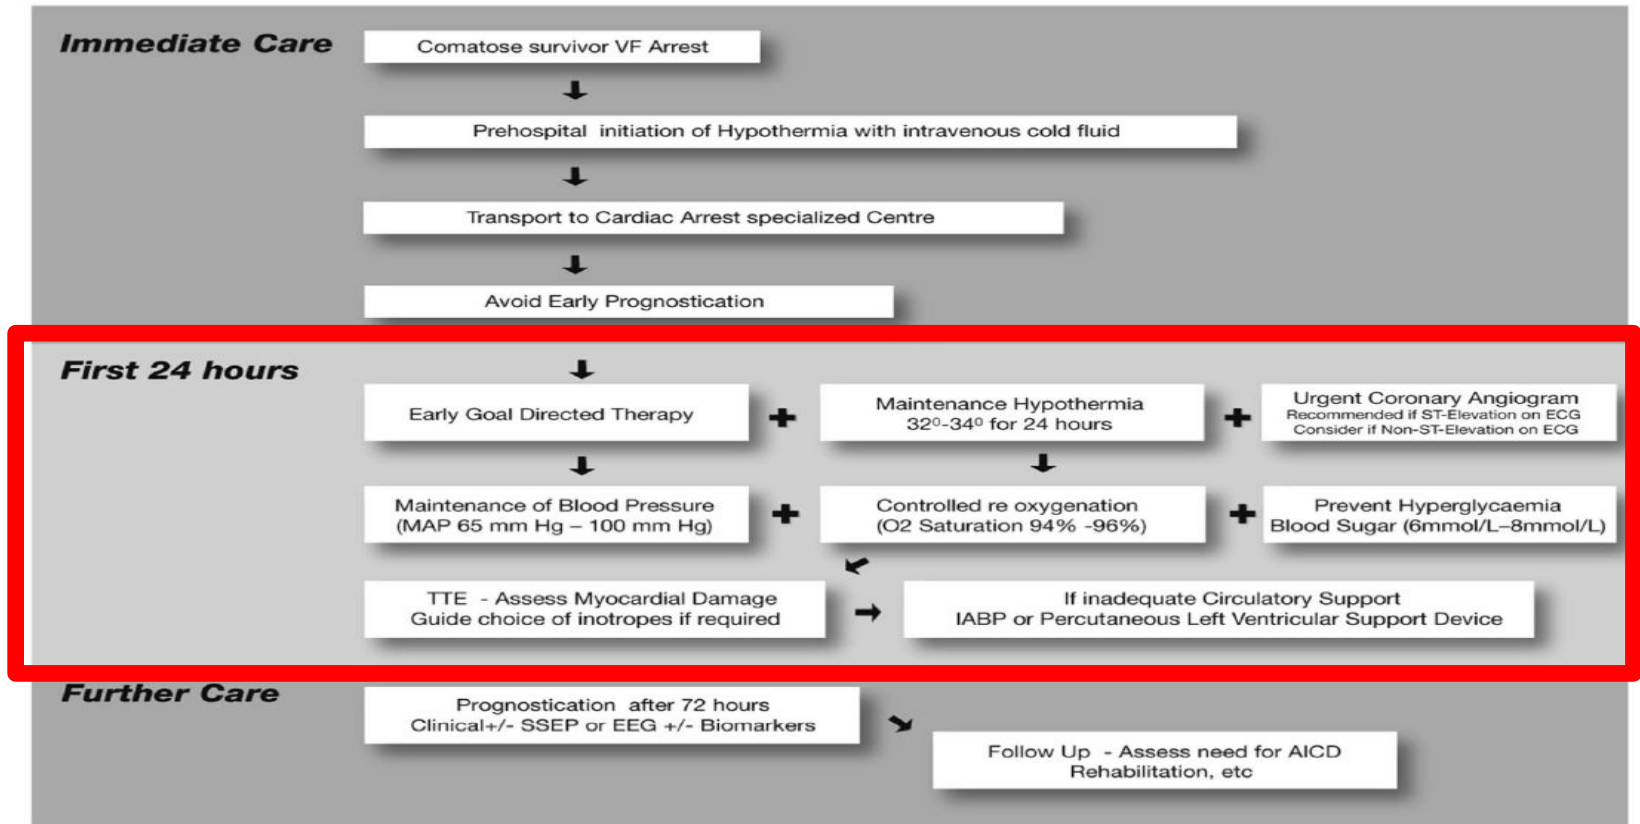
Post-cardiac arrest treatment algorithm. Adapted with permission from Stub *et al.*⁶³ AICD, automated internal cardioverter defibrillator; IABP, intra-aortic balloon pump; MAP, mean arterial blood pressure; SSEP, somatosensory evoked potentials; TTE, transthoracic echocardiogram.
